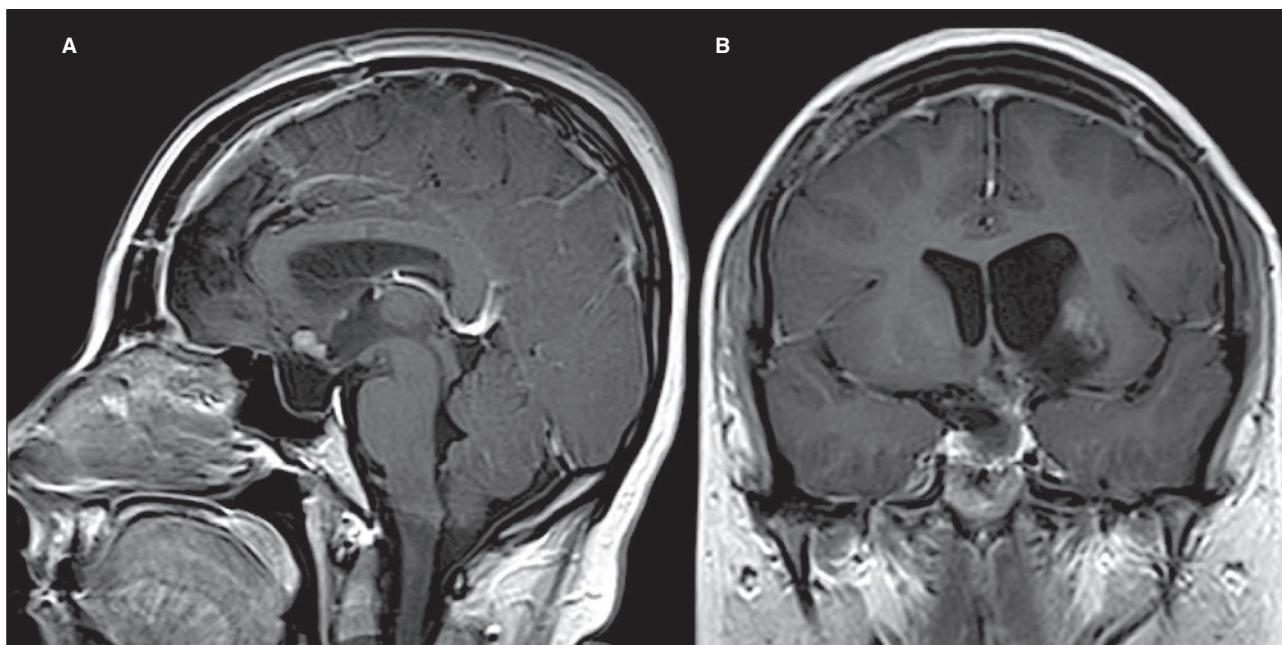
Resonancia magnética nuclear de región hipofisaria, fase T1, contrastada con gadolinio, corte sagital (A) y coronal (B), que evidencia lesión selar de 53 x 68 x 68 mm, con extensión supraselar, invasión de ambos senos cavernosos, desplazamiento del tallo hipofisario y compresión del quiasma óptico.
